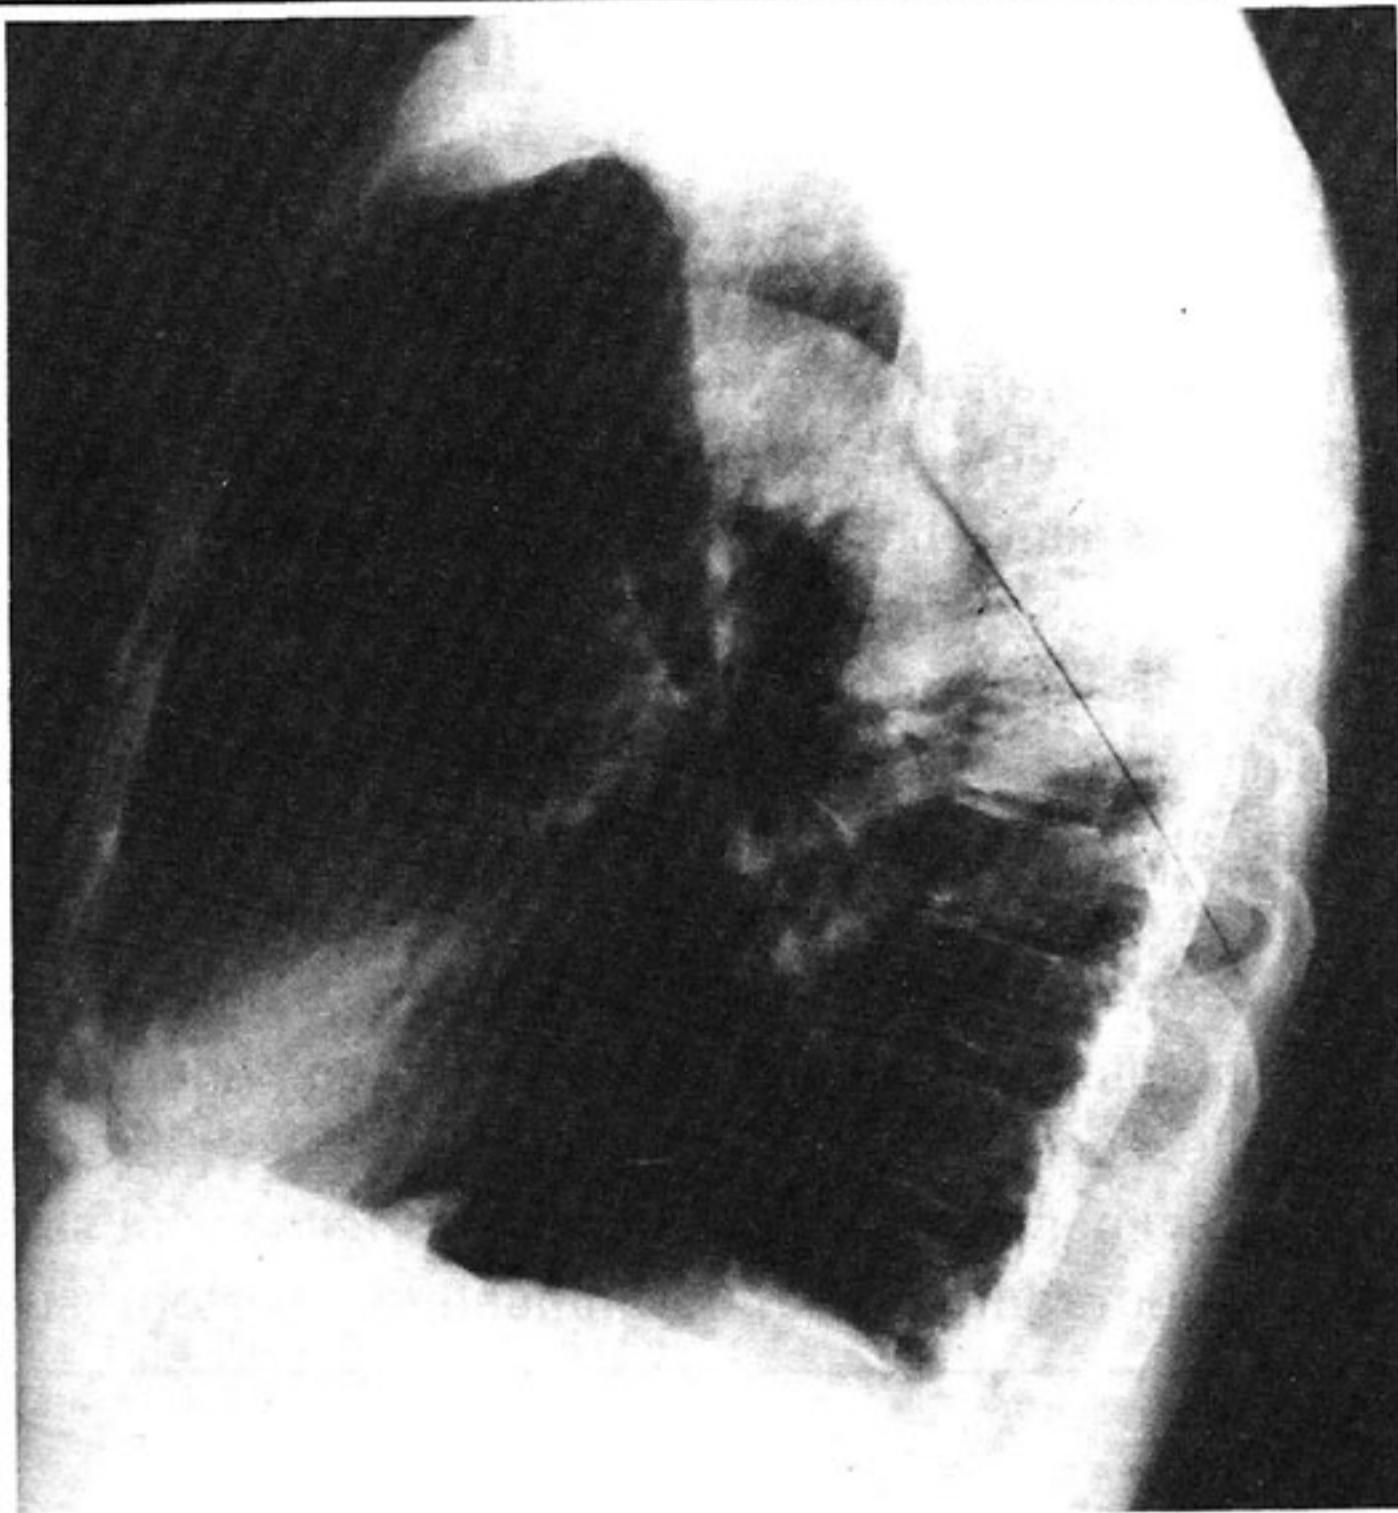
B - Telerradiografia de Tórax - Perfil
